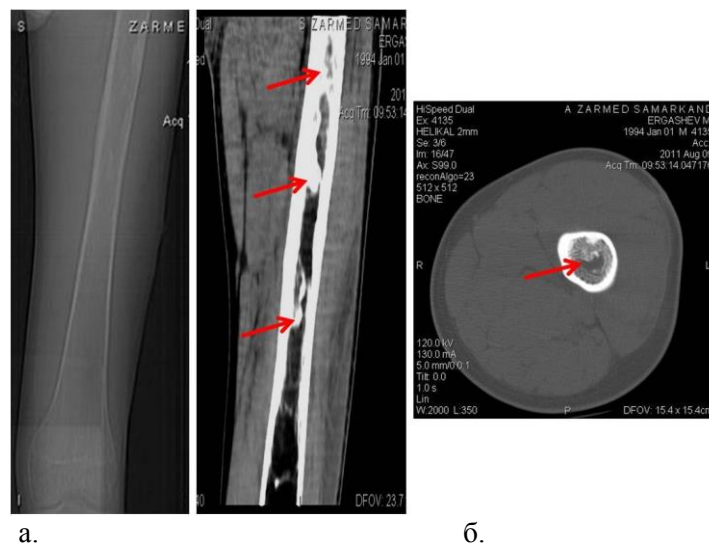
Обзорная рентгенография (а) и компьютерная томография (б) левого бедра. ХРГО левой бедренной кости. Стрелками указаны остеосклеротические перегородки
